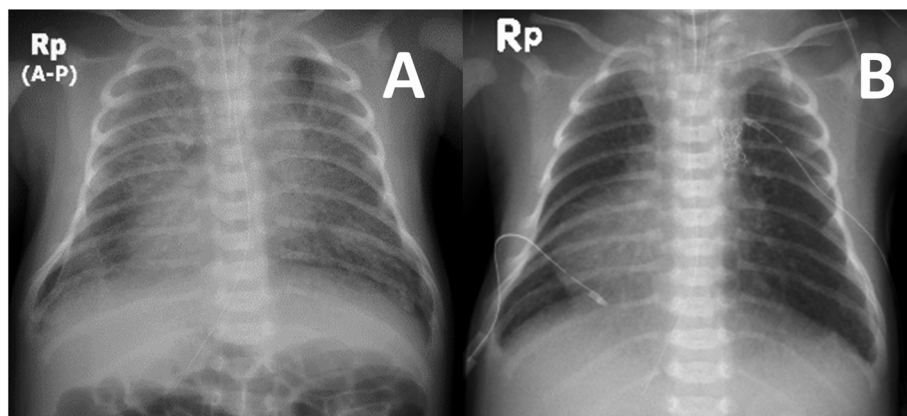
Chest X-rays before (A) and in eight hours after (B) stenting of Case 1 are shown. Pulmonary congestion dramatically improves after stenting in the vertical vein
